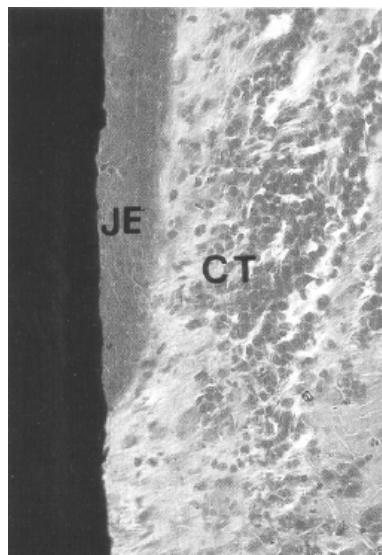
Epitelio de unión (JE) lo que corresponde al sellado biológico (formado por queratinocitos) y su tejido conectivo adyacente (CT), donde las células precursoras son los fibroblastos. La zona oscura de la izquierda corresponde al cuerpo del implante. [LLS91]
